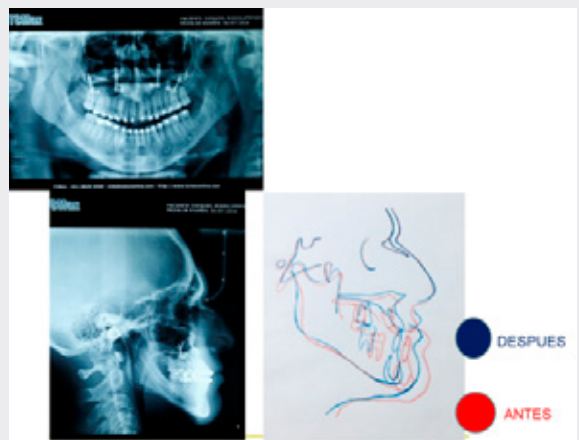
RADIOGRAFÍAS POSTQUIRÚRGICAS. VTO ORTODÓNCICO QUIRÚRGICO INICIAL Y FINAL. LA ARMONIZACIÓN DEL PERFIL REQUIRIÓ DE CAMBIOS ESQUELETALES, QUE SE REALIZARON EN EL MAXILAR SUPERIOR Y LA MANDÍBULA. (31, 32, 33)
